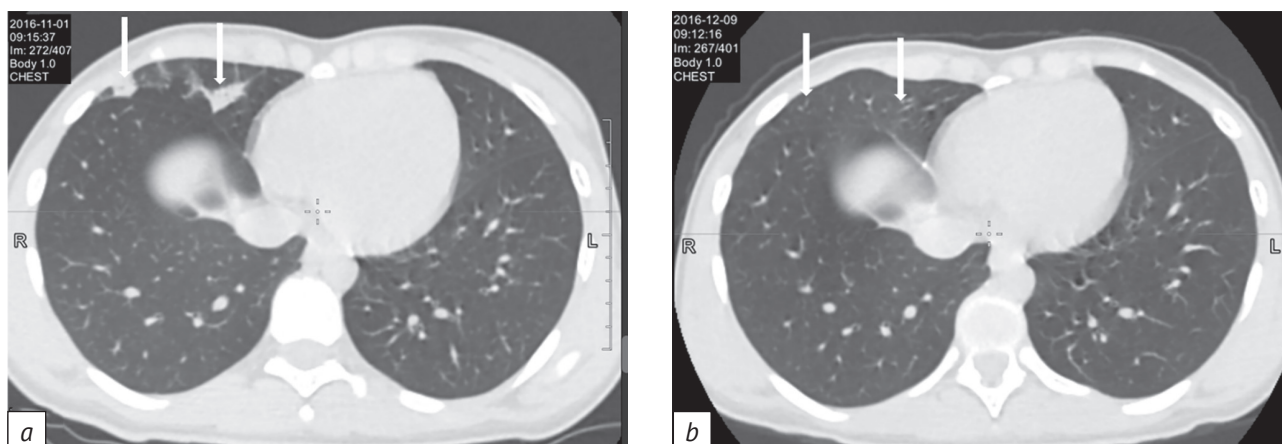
Мультиспиральные компьютерные томограммы органов грудной клетки пациентки Л. (возраст 14 лет) в аксиальной проекции:
